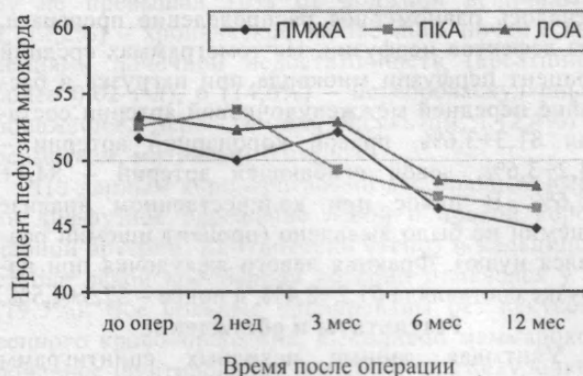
Динамика изменения перфузии миокарда у больных, имеющих стабильные и переходящие дефекты.
